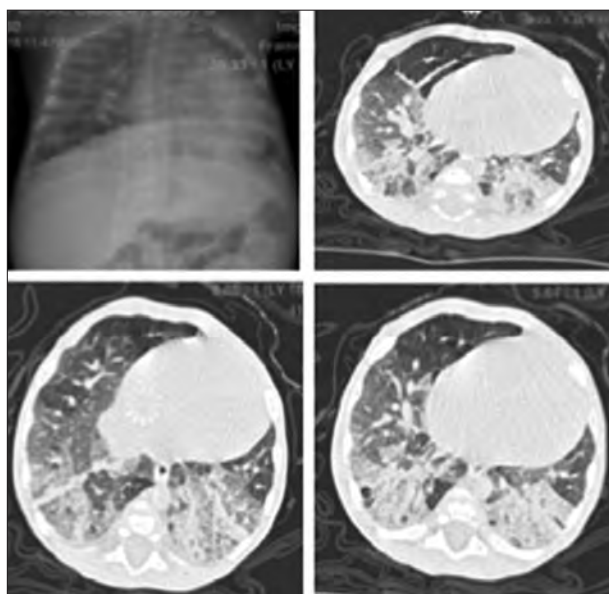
Patient 1, Chest radiography and HRCT, at the age of 4 months old
